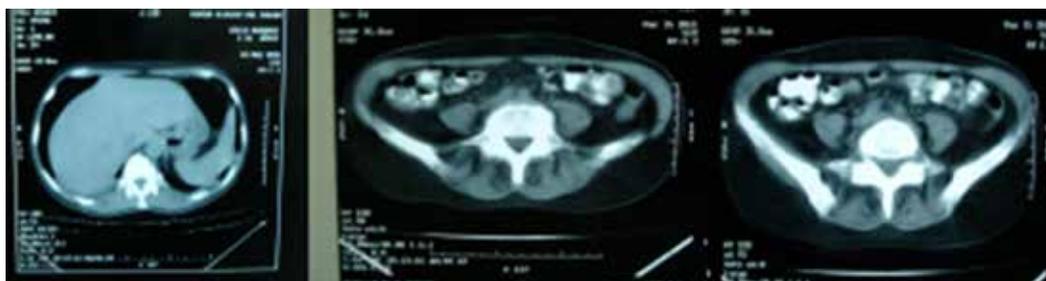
TAC abdomino-pélvica con contraste oral y endovenoso (12-4-11) llama la atención aumento de la densidad de la grasa intra-pélvica.
